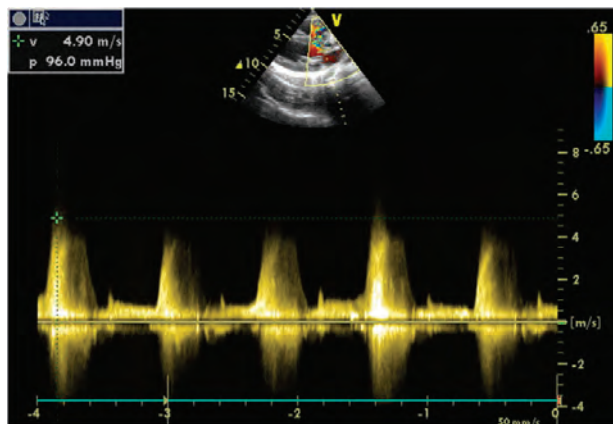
Doppler continuo muestra una velocidad de flujo en un defecto del septum interventricular de 4.9 m/seg; mediante la fórmula de Bernoulli modificada se obtiene un gradiente transdefecto de 96 mmHG. Si la presión arterial es de 120/ 70mmHg, la presión sistólica de VD es de 24 mmHg.
